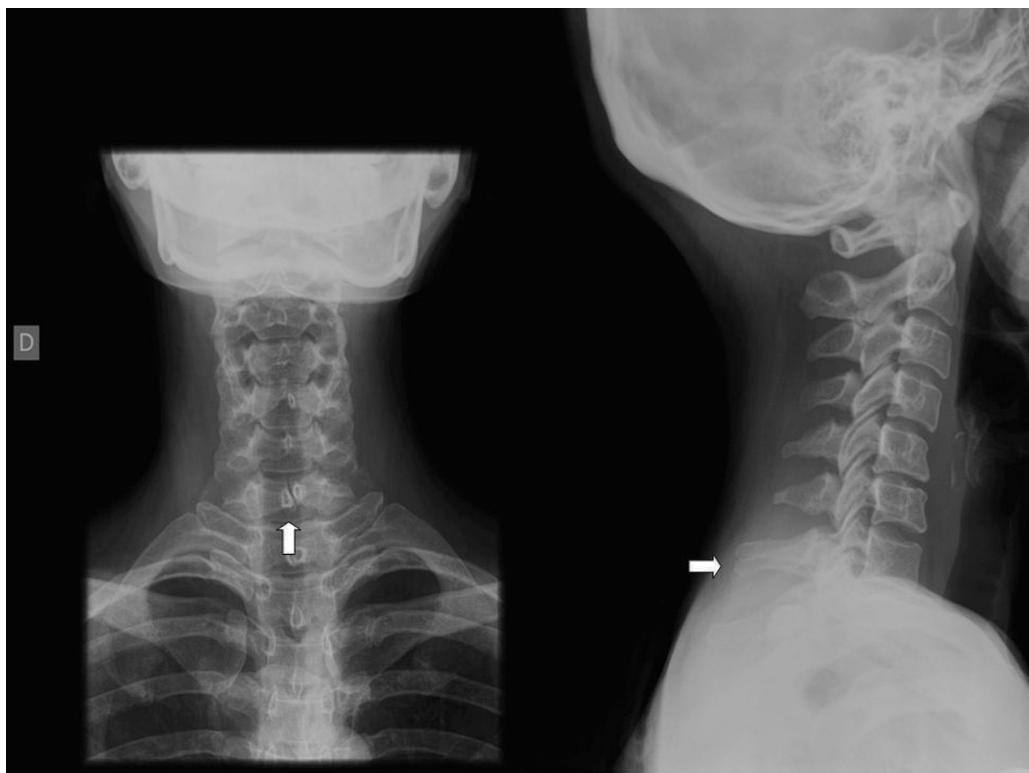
Radiografía cervical. Espina bífida oculta a nivel de C7 en paciente de 22 años de edad, tratándose de un hallazgo casual.
